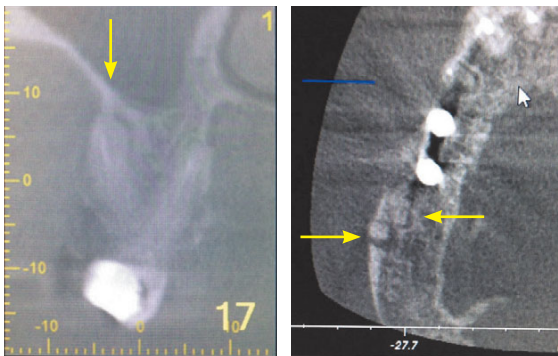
und 4 Digitale Volumentomographie: Ausschnitte des Zahns 17 mit apikalen Osteolysen an allen drei Wurzeln (Pfeile).
